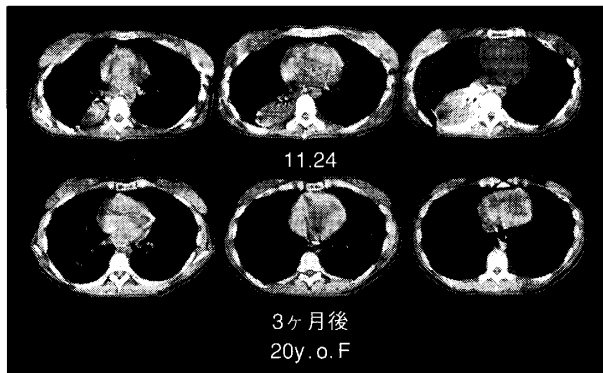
Computed tomograph of the chest revealing an atelectasis in the right lower lung: mediastinal window (:above). CT of the chest revealing improvement (:below).
